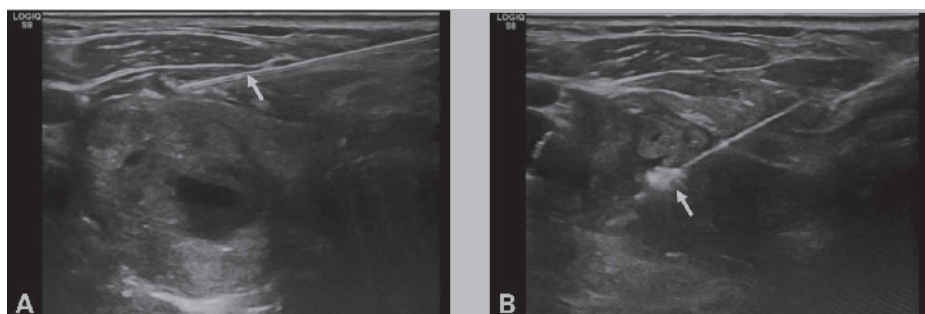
Déroulement de l'ablation par radiofréquence (ARF) sous guidage échographique. Localisation de l'aiguille (flèche) avec anesthésie locale et hydrodissection (A). Aiguille d'ARF avec coagulation au centre du nodule (flèche) (B).
